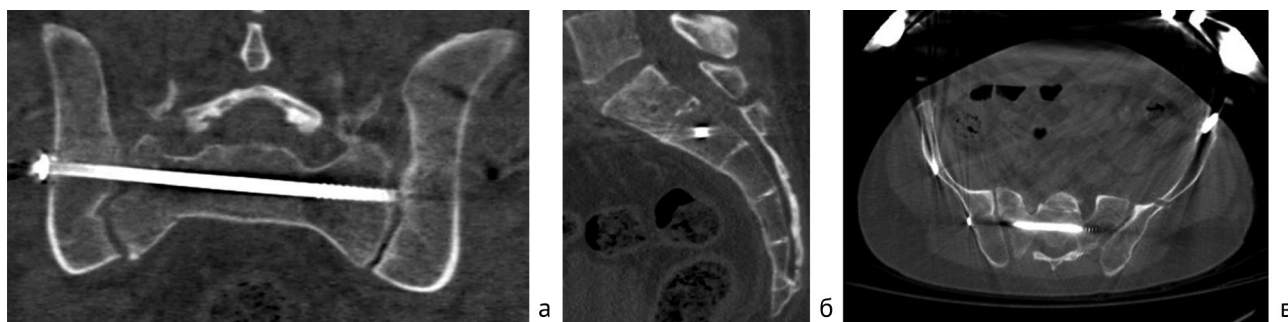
Срезы мультипланарной реконструкции КТ таза, отображающие положение винта: а — фронтальная плоскость; б — сагиттальная плоскость; в — горизонтальная плоскость
